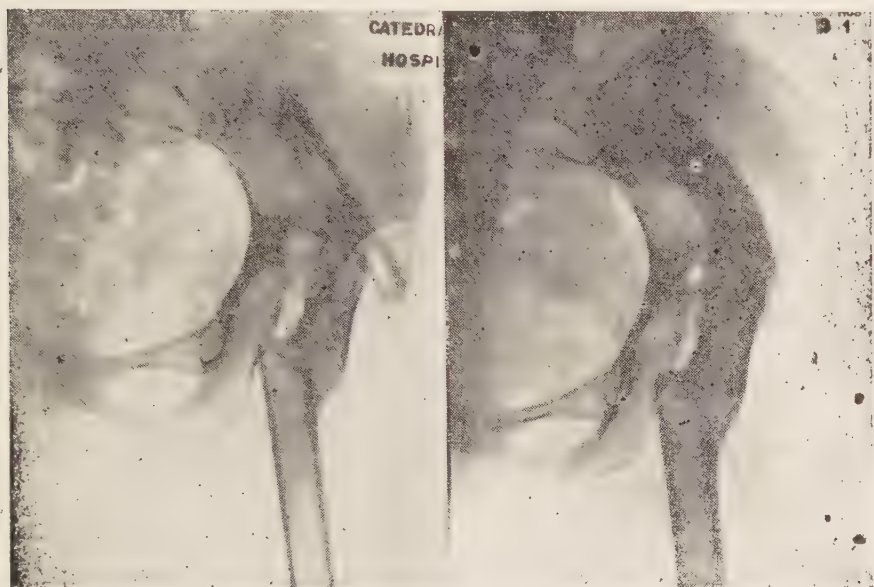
Artrodesis de la Cadera en Coxalgia. Técnica original de Albee. Radiografías postoperatoria y tardía.
